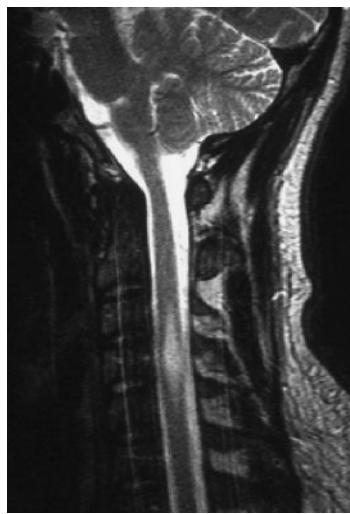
Myelitis im T2-gewichteten MRT-Bild. Spindelförmige Signalanomalie, die von C3 bis C5 reicht. Hier ist das Mark auch etwas stärker aufgetrieben, als es der zervikalen Intumeszenz entspricht
